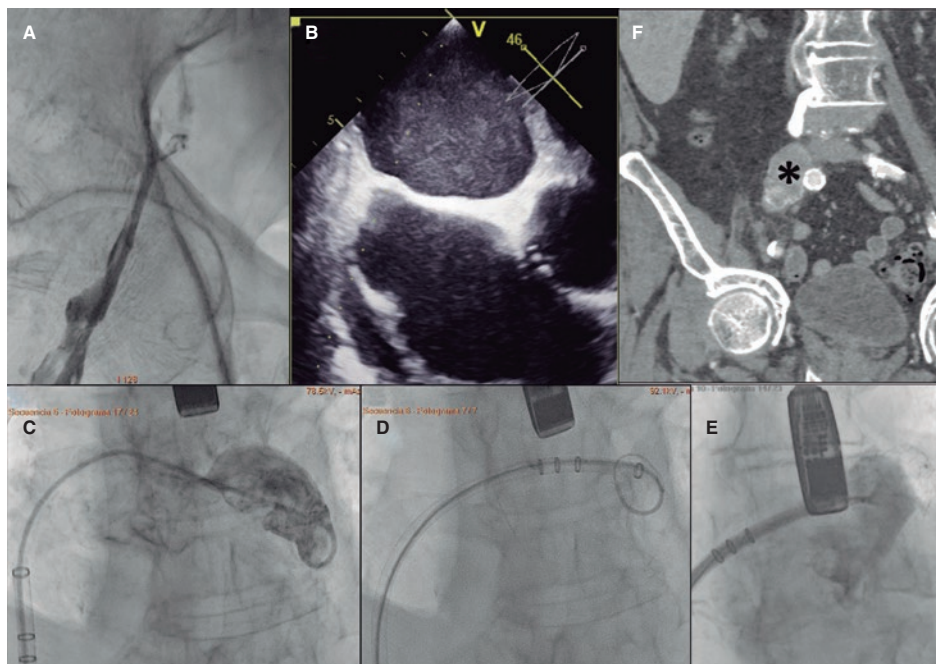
La venografía mostró una obstrucción completa que motivó el cruce a un acceso izquierdo (A). Obsérvense la posición inusual y el apoyo limitado de la aguja de punción transeptal (B) y del catéter de liberación (C). El incremento del soporte mediante guía rígida en el *pigtail* de 6 Fr permitió posicionar la vaina y liberar el dispositivo (D-E). La tomografía computarizada (F) mostró la vena iliaca común derecha aumentada de tamaño, con hiperdensidades en su interior.
